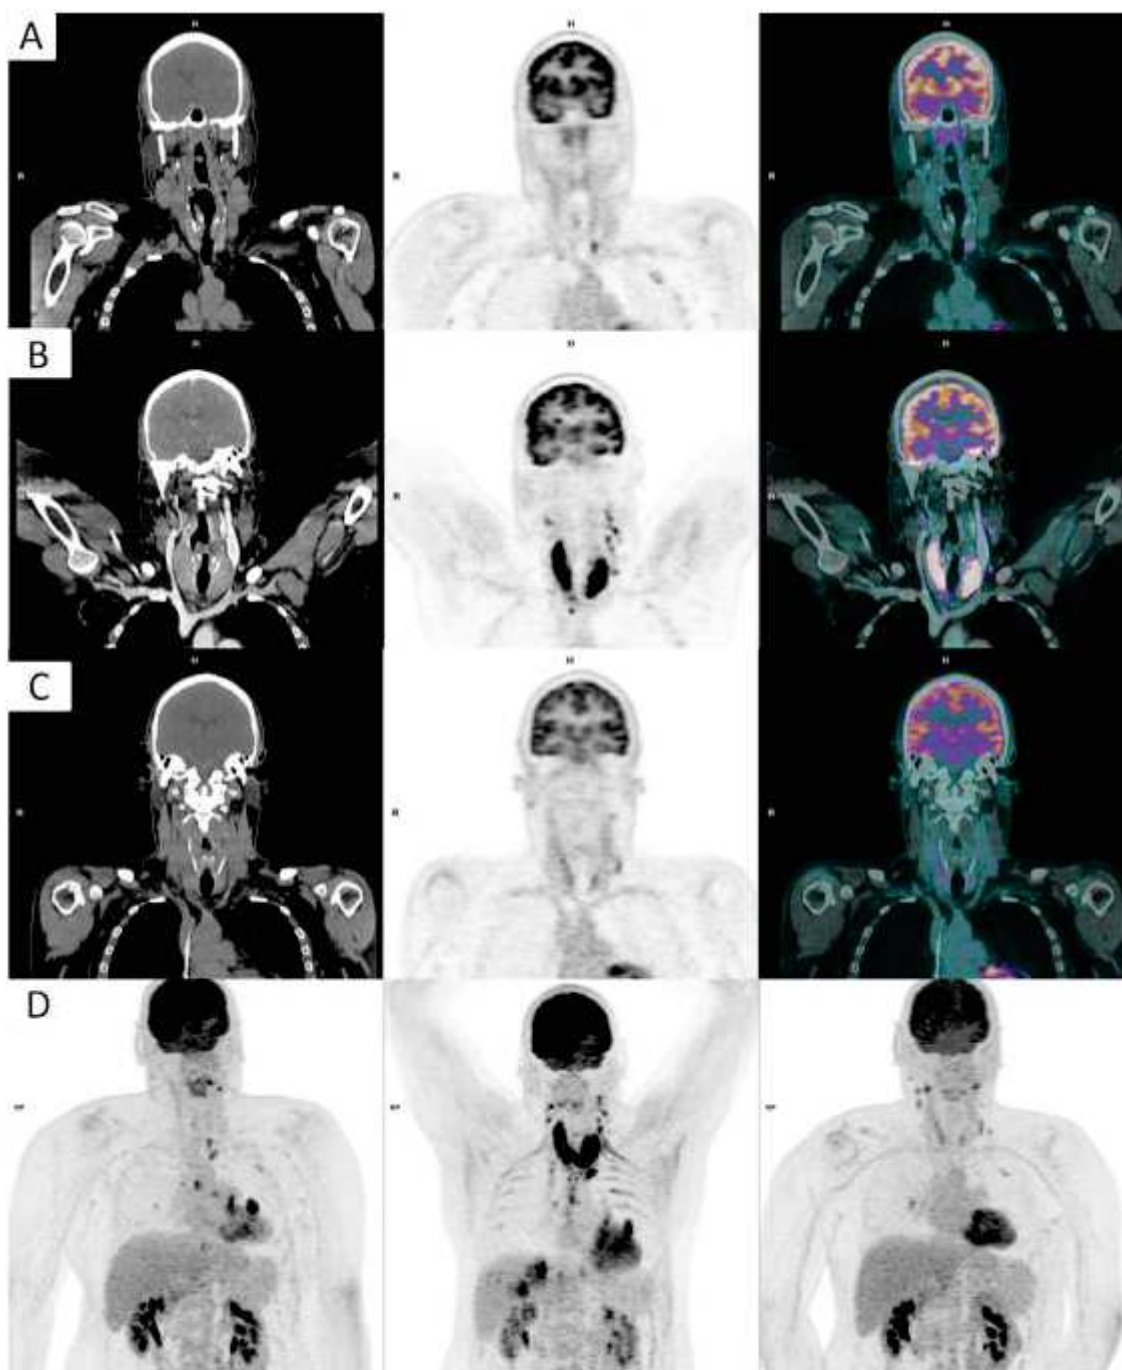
Profil évolutif de l'incidentalome thyroïdien (ITf vers ITd) entre les différents  $^{18}\text{F}$ FDG-TEP/TDM réalisés chez le patient.
